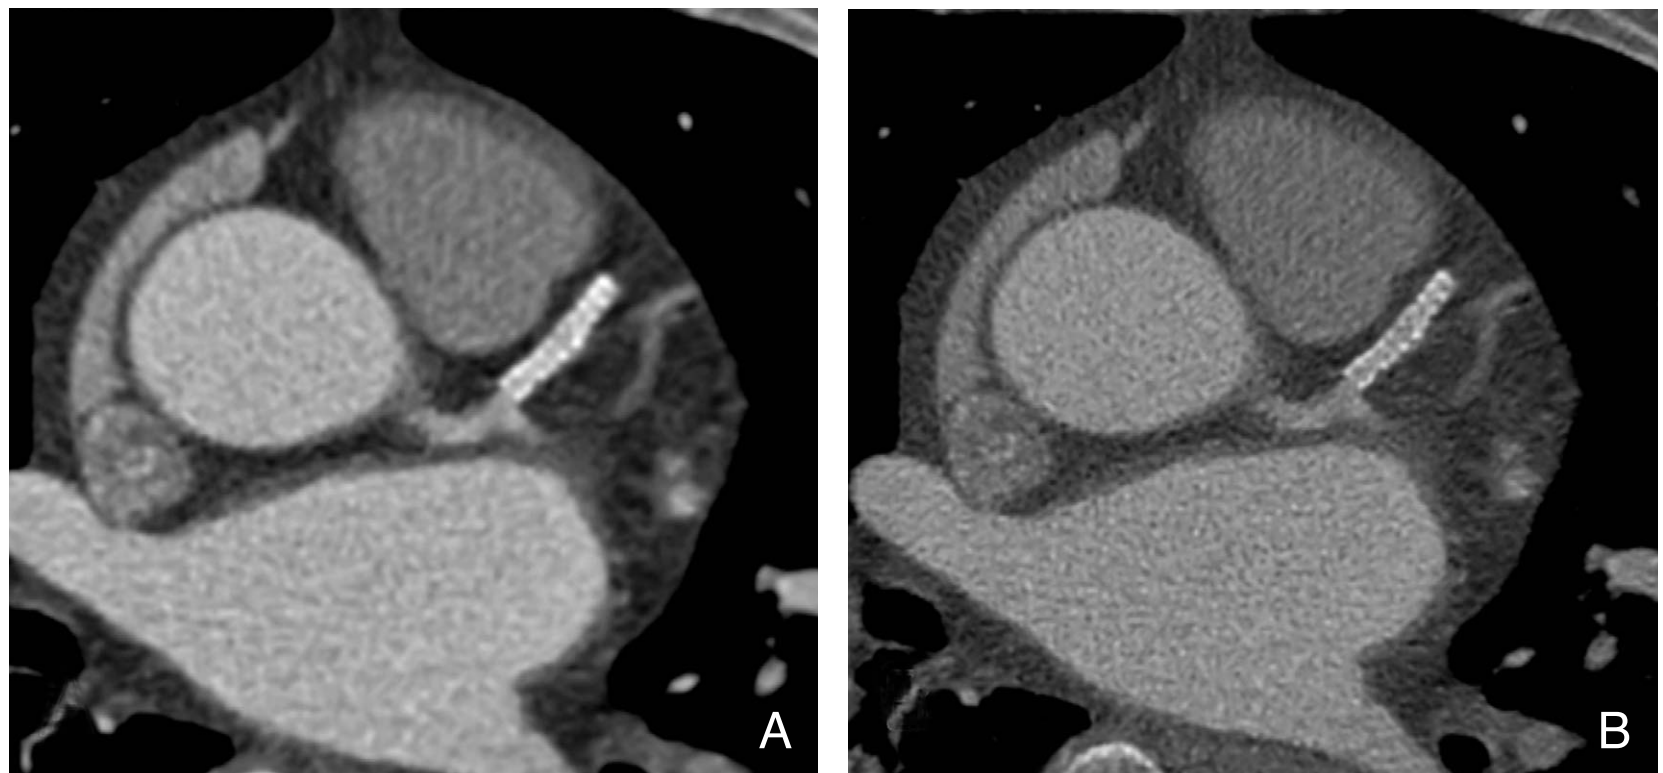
CT image reconstruction affecting evaluation of coronary stents. The image that is reconstructed with a sharp-kernel for evaluation of stents (B) is superior in evaluation of in-stent lumen to the image that is reconstructed with a soft-kernel for angiographic images (A)
